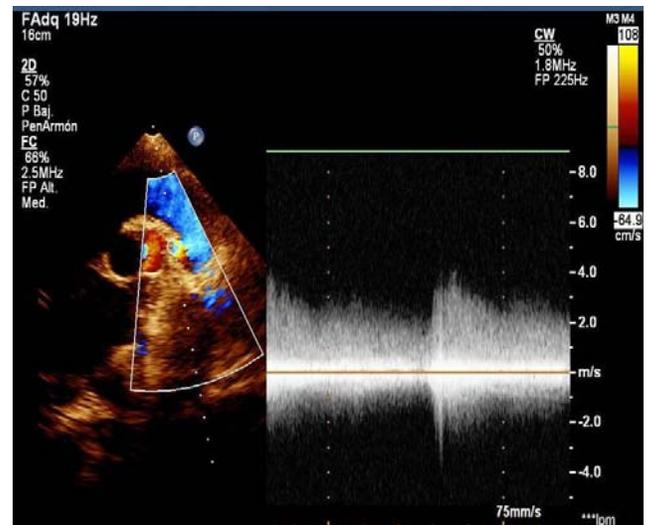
Ecocardiografía supraesternal. Se observa mapeo de color patológico con espectro de Doppler continuo al inicio de la rama pulmonar izquierda.
